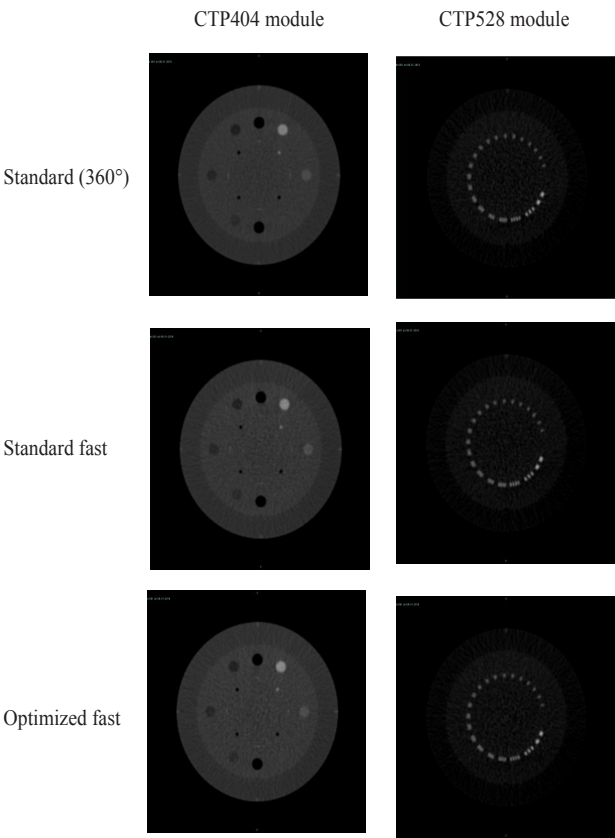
图1展示了利用不同扫描参数获取的Catphan 503模体CTP404和CTP528模块的CBCT图像。
